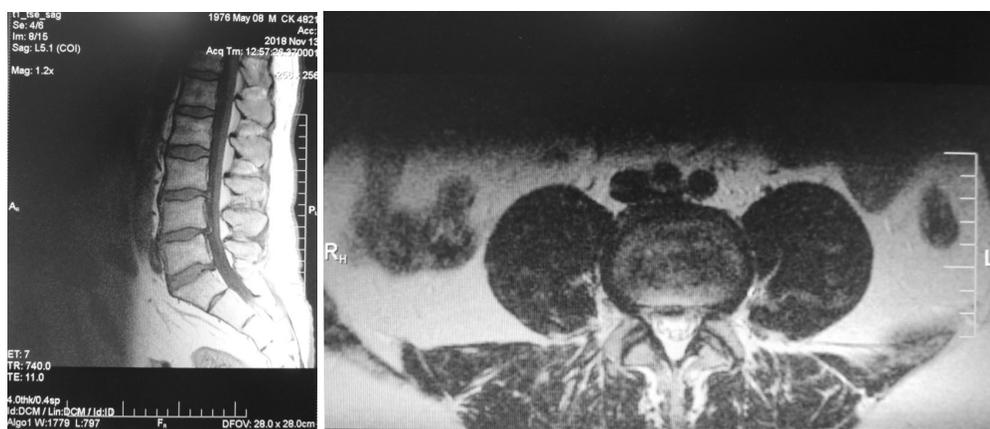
МРТ через 7 месяцев после пункционной нуклеопластики диска L4-L5.
